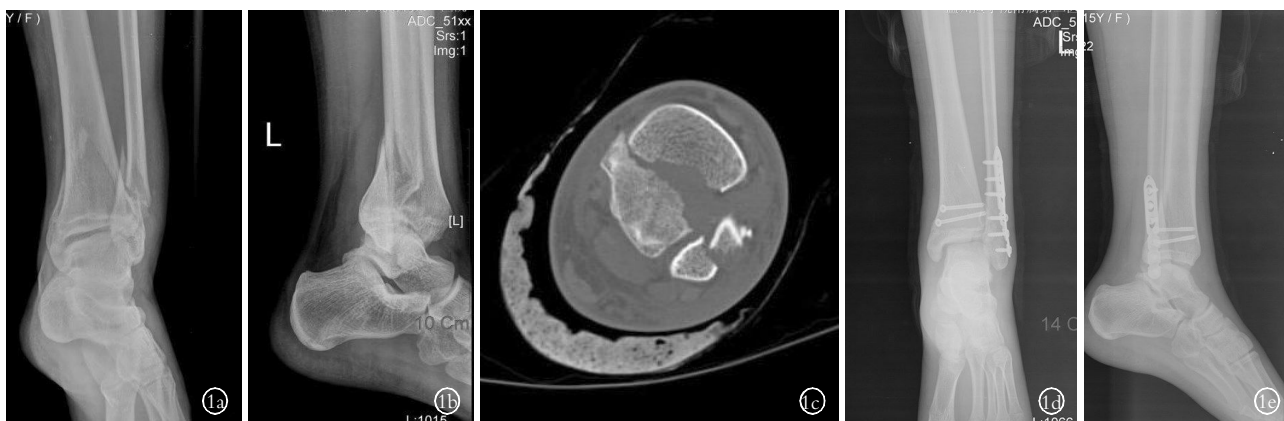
患者,女,25 岁,高处坠落伤致左内侧延伸型后踝骨折 1a,1b. 术前正侧位 X 线显示骨折线 1c. 术前 CT 扫描显示骨折线 1d,1e. 术后 1 周正侧位 X 线显示骨折复位良好
